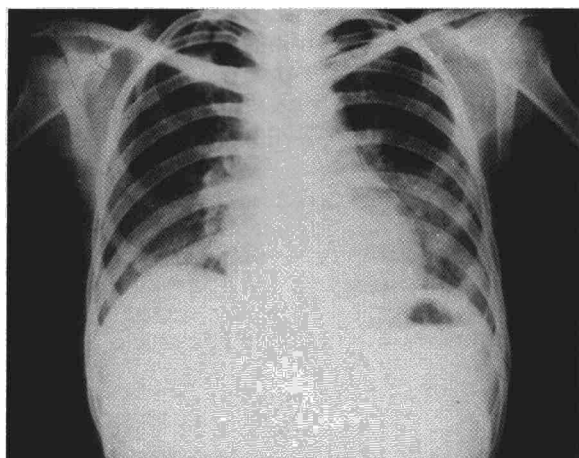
Telerradiografía de tórax de paciente con AAE, de un mes de evolución. Se aprecia imagen en vidrio despulido, de predominio basal.
